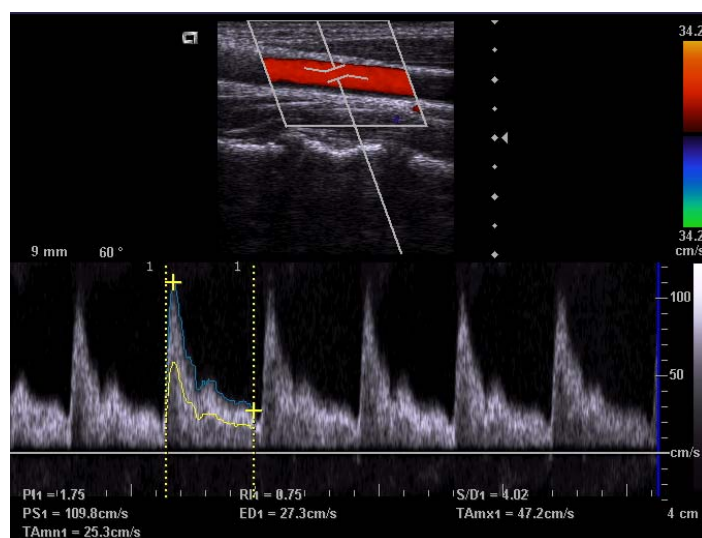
USG B-mode tętnicy szyjnej wspólnej.
